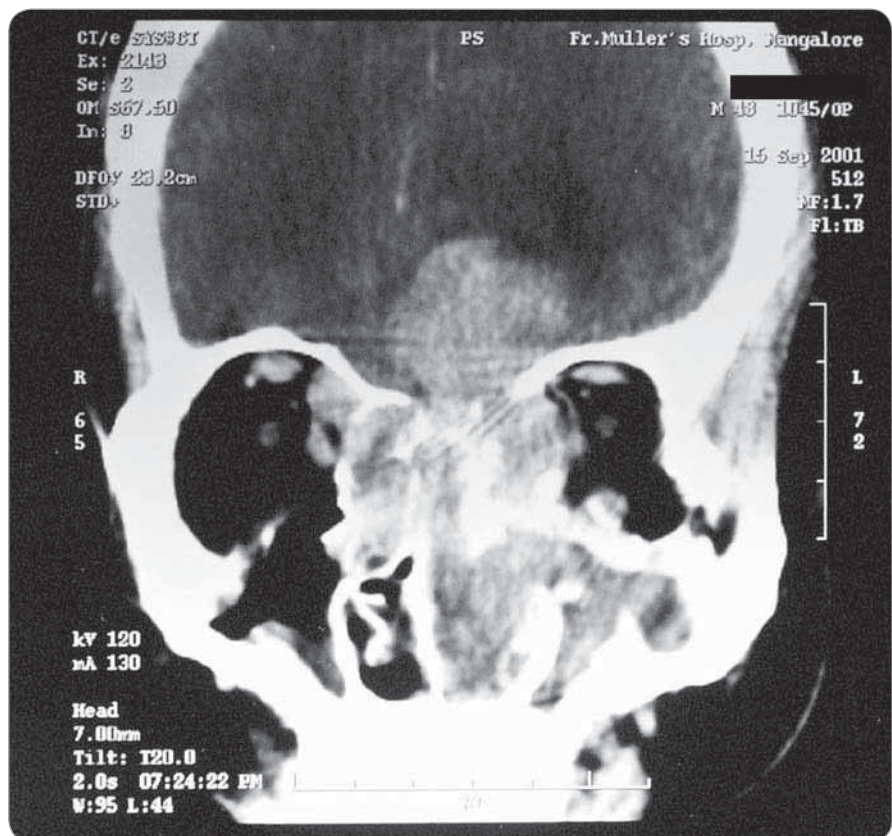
Contrast-enhanced CT scan (Coronal section) showing a heterogeneous mass in the entire left nasal cavity and part of the right nasal cavity, with intracranial and orbital invasion.
